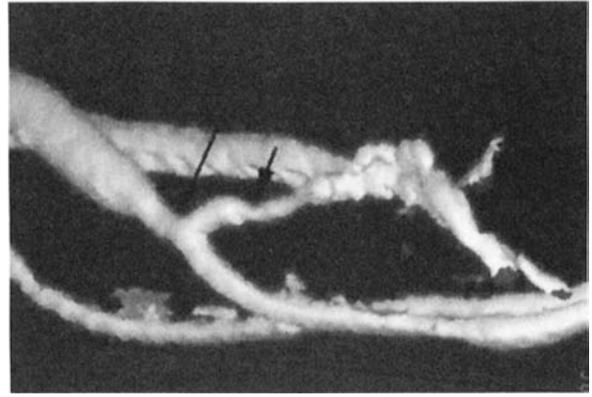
CT アンギオグラフィ、静脈側の狭窄（長矢印，短矢印）
